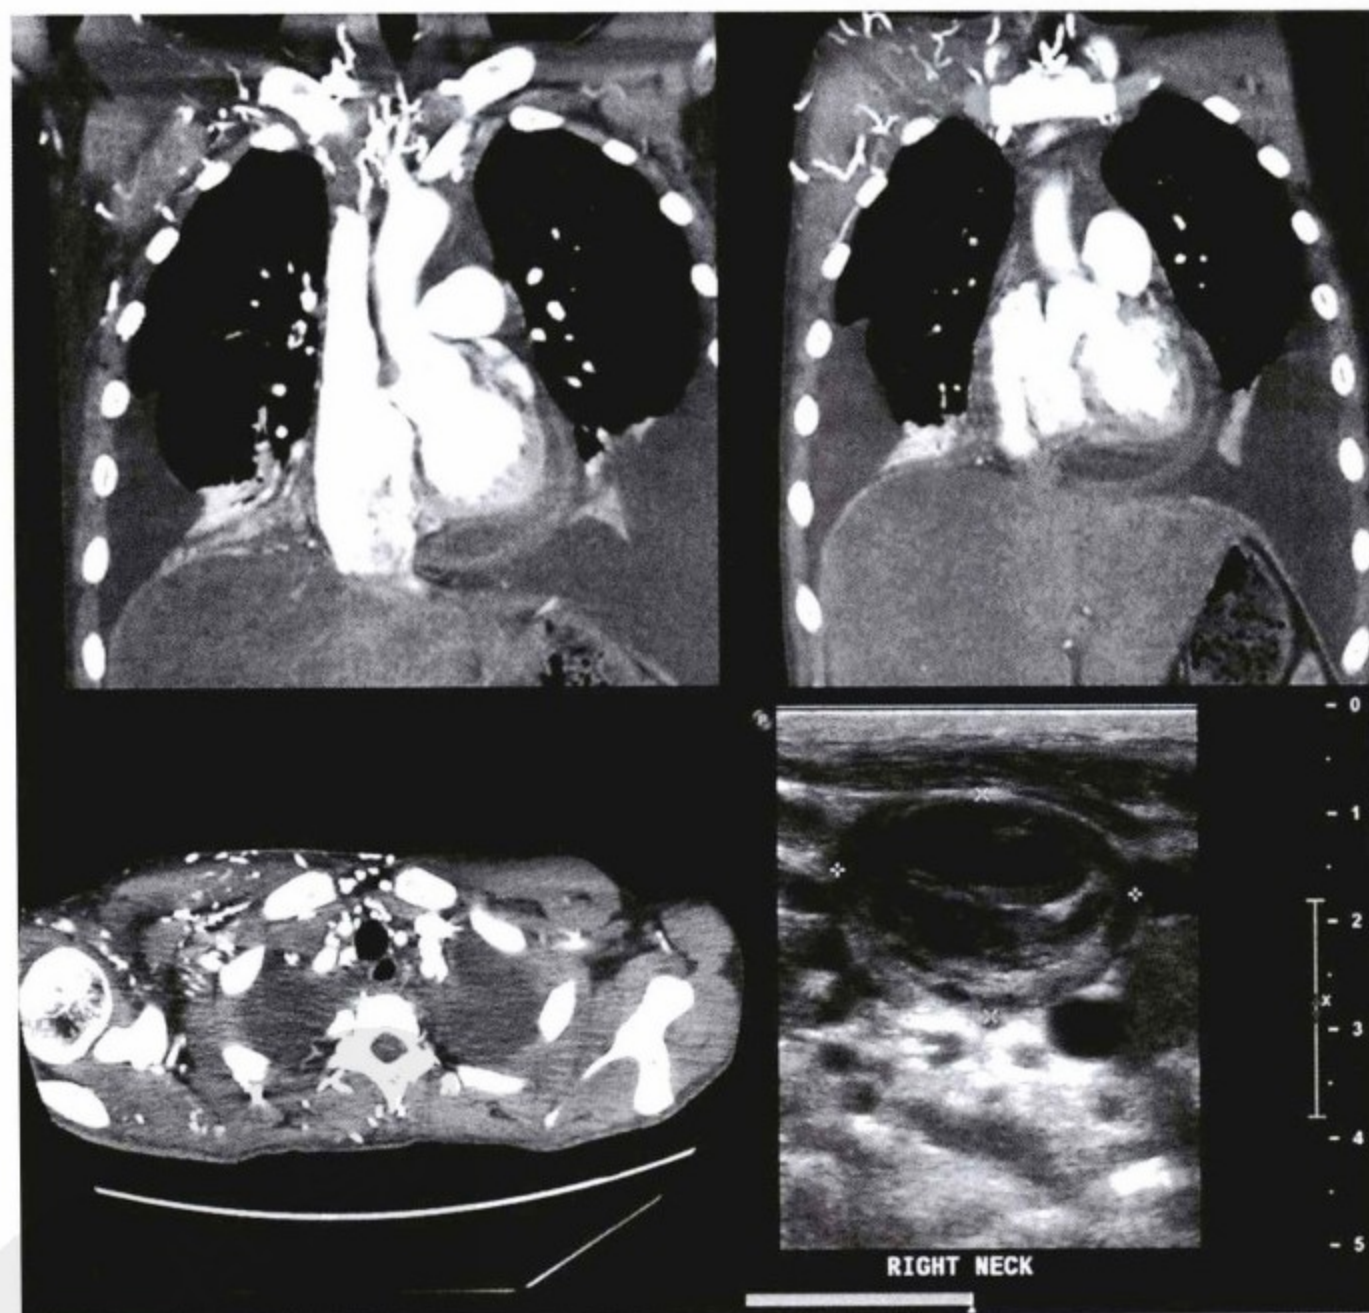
缩窄性心包炎。增强胸部CT。心包增厚,有低密度层和高密度层。上腔静脉内可见软组织(血栓),右肩部有大量静脉侧支。右下图是超声图像,右侧颈内静脉完全充满血栓。
